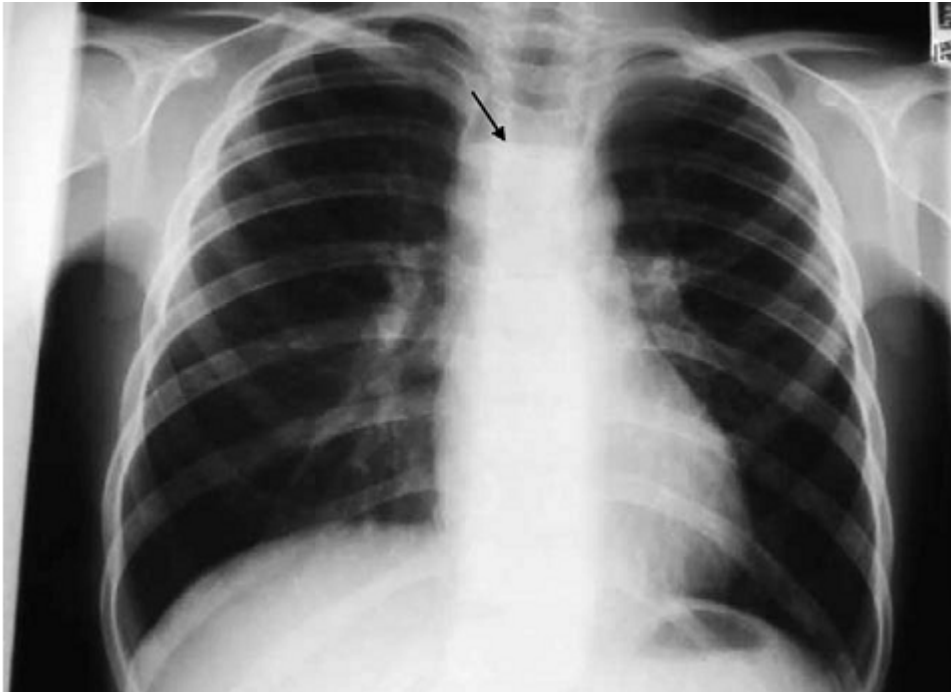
[82]: radiographie thoracique de face : niveau hydro aréique médiastinal.
